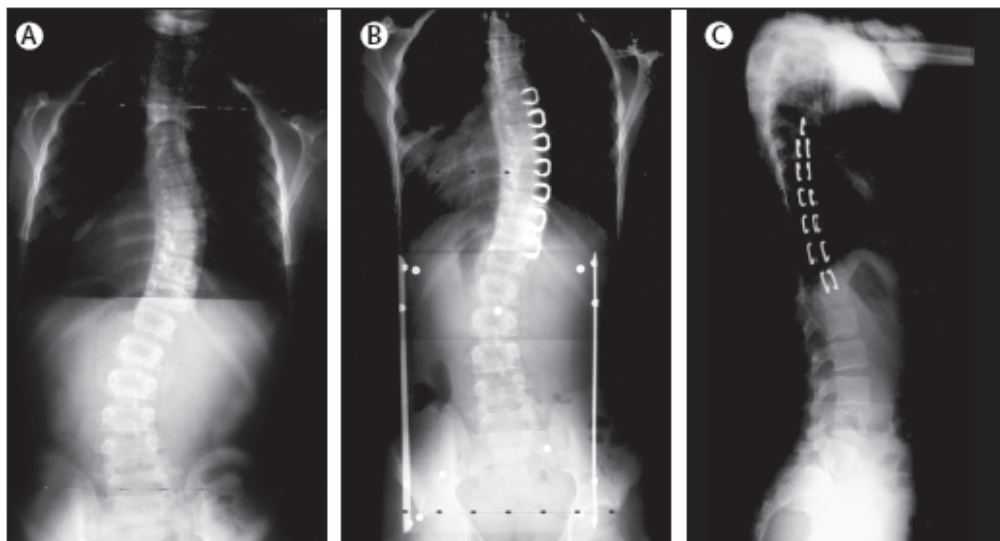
Radiografia di un bambino di 10 anni, scheletricamente immaturo, la cui curva toracica è progredita da 35° a 42° nonostante il busto. A. Radiografia posteriore-anteriore dopo aver posto il busto; B. Radiografia postero-anteriore, tre anni dopo l'intervento, con un angolo di Cobb di 28°. Radiografia laterale postoperatoria; C. Radiografia laterale, tre anni dopo l'intervento.
